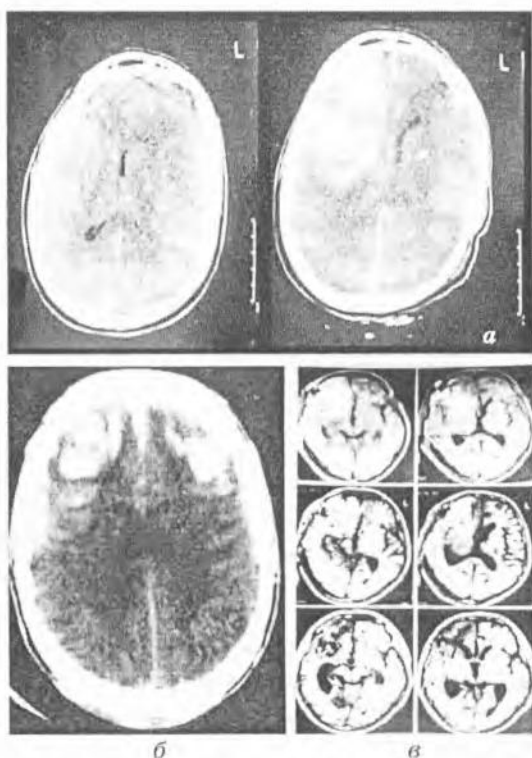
КТ- и МРТ-признаки ушиба головного мозга: а — КТ-признаки ушиба правой лобно-теменной области; б — КТ-признаки двустороннего ушиба полюсов лобных долей; в — МРТ при ушибе правой лобной области
